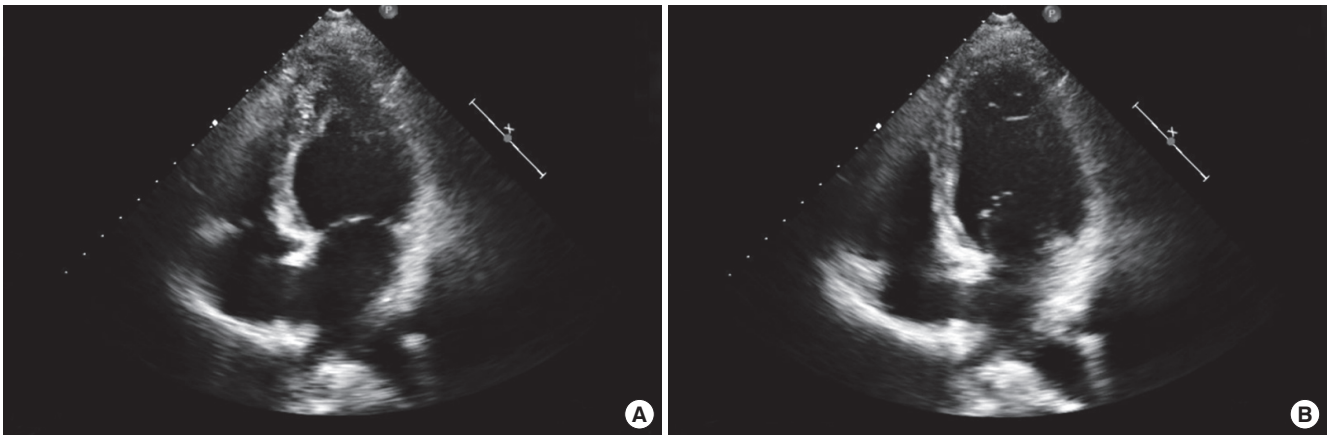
Transthoracic echocardiography on admission. A. End systole. B. End diastole. It shows basal akinesia and thinning at mid to basal inferior wall with apical sparing.
